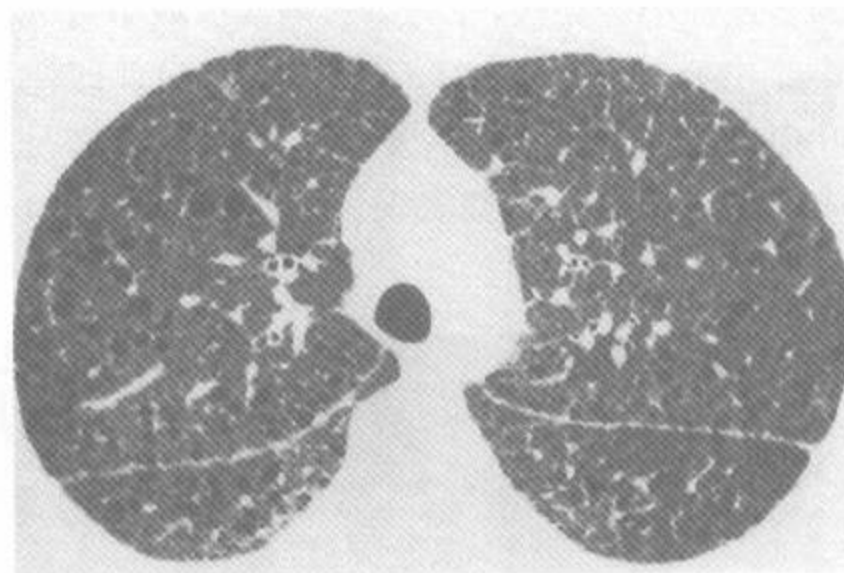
女性淋巴管肌瘤病病例的 HRCT
